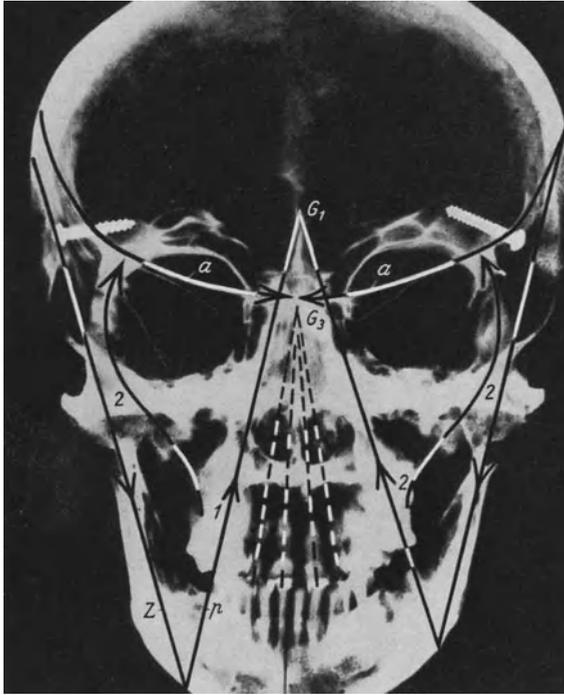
Fernröntgenaufnahme eines Schädels, der frontal durch den Porus acusticus senkrecht zur Frankfurter Horizontalebene ( $FH$ ) durchschnitten ist. Der Zug  $Z$  der Kaumuskeln ( $M. temporalis$ ,  $M. masseter$  und  $M. pterygoideus int.$ ) wird statisch kompensiert durch den Kaudruck  $p$ , der sich nach der Glabella zu fortsetzt. Er wird übertragen durch den vorderen Stützpfiler in der Eckzahngegend  $1$  (links auf dem Bilde), durch den mittleren Stützpfiler  $2$  in der Gegend der Molaren und die Basis des Jochbeines nach dem äußeren und oberen Augenrand (rechts auf dem Bilde).
